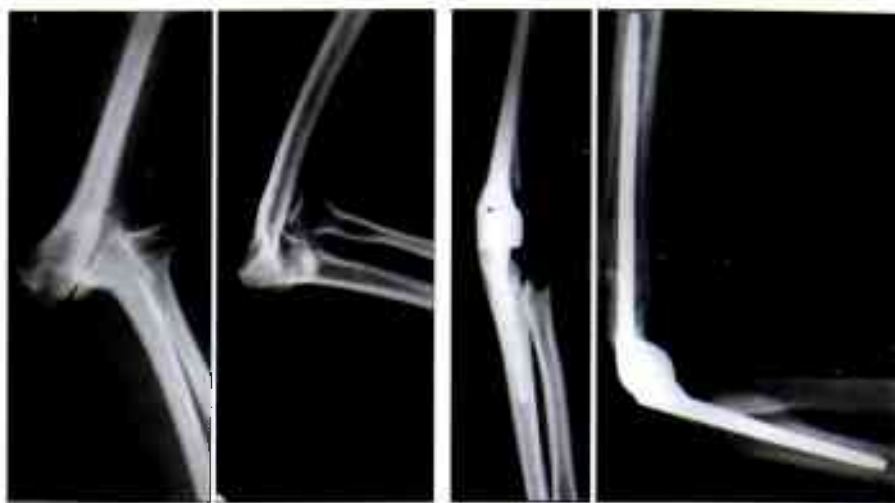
Рентгенологический контроль положения эндопротеза.
